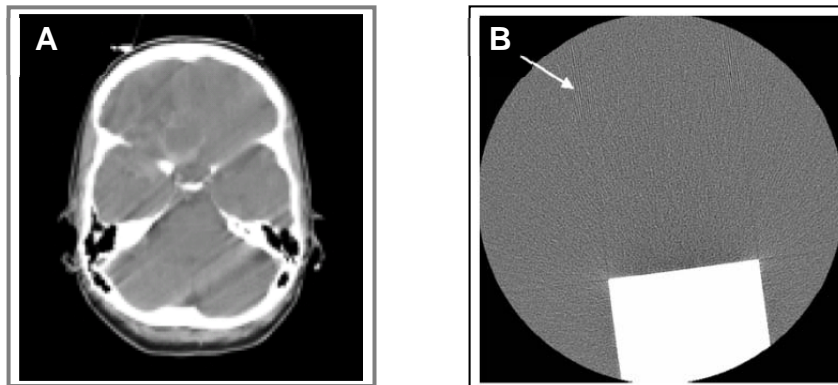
A) Patiëntbewegingsartefact; B) CT opname van een teflonblok in een waterfantom. Hierin is aliasing te zien (witte pijl) veroorzaakt door ondersampling.
